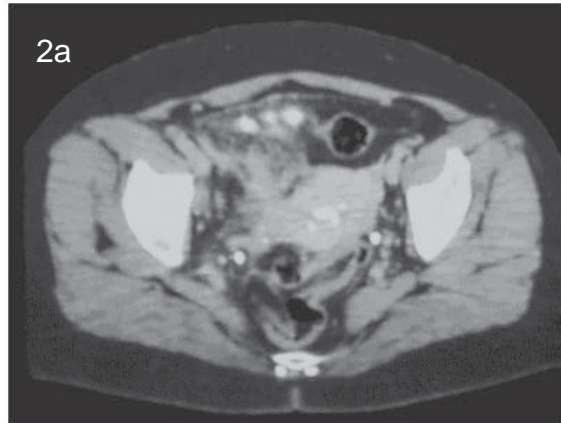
a,b. TC que muestra la tumoración de densidad sólida que hace cuerpo con la pared vesical con cambios inflamatorios regionales.
